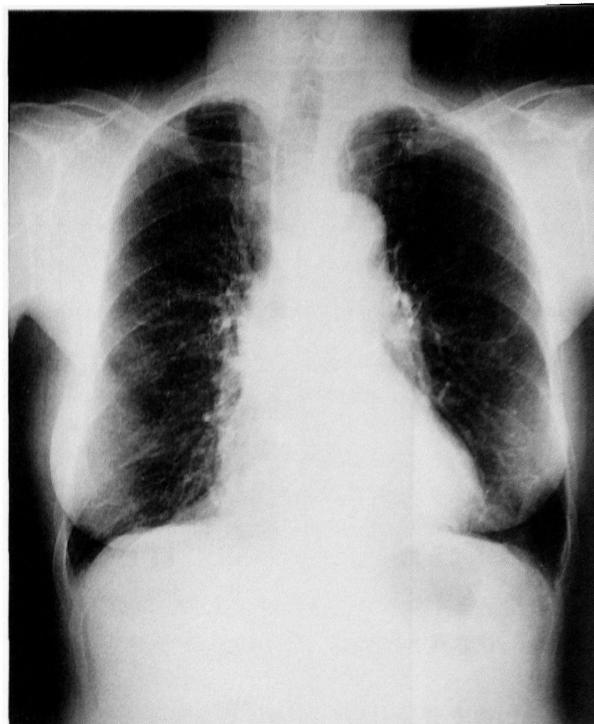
Chest X-Ray of patient No. 11.
